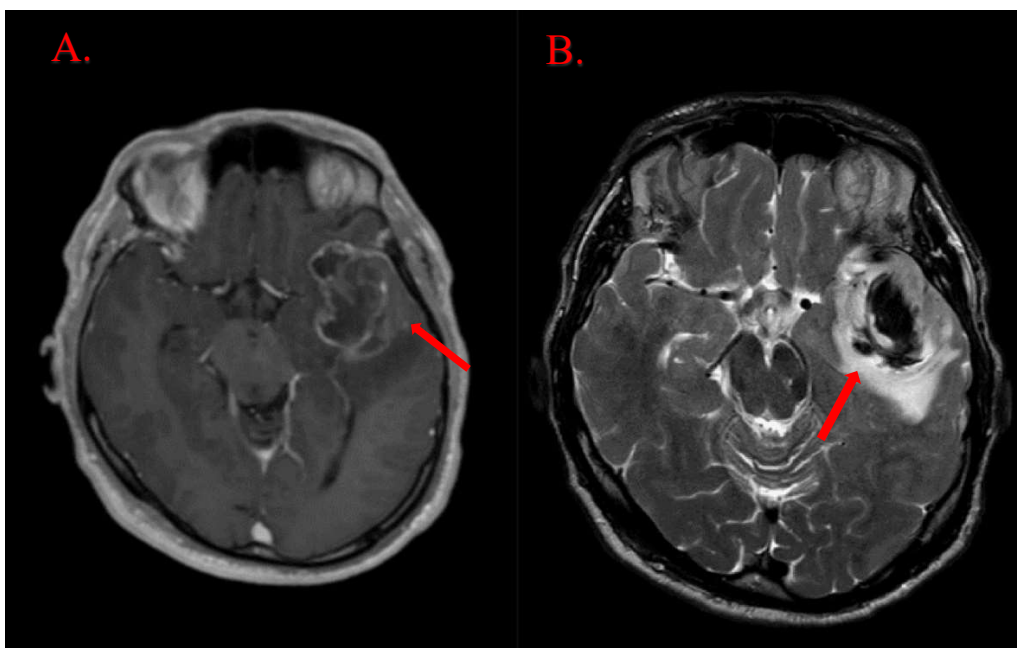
Scan s MRI u pacienta s GBM
